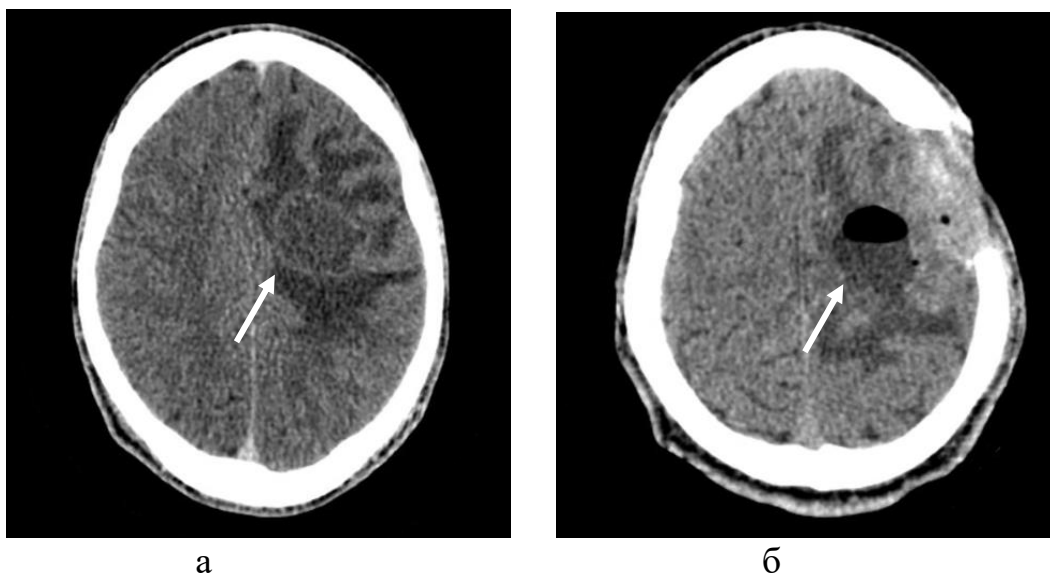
Компьютерная томография головного мозга с контрастным усилением больного Л-ко Д.В., 25 лет (И/б 888/2016): а – послеоперационный абсцесс (белая стрелка) задних отделов левой лобной доли размерами 36x29x43 мм, сопровождающийся умеренным перифокальным отеком мозгового вещества левой лобной доли; б – Компьютерная томография головного мозга после удаления абсцесса левой лобной доли, на которой визуализируется ложе удаленного абсцесса (белая стрелка), заполненное ликвором и воздухом, перифокальный отек сохраняется
